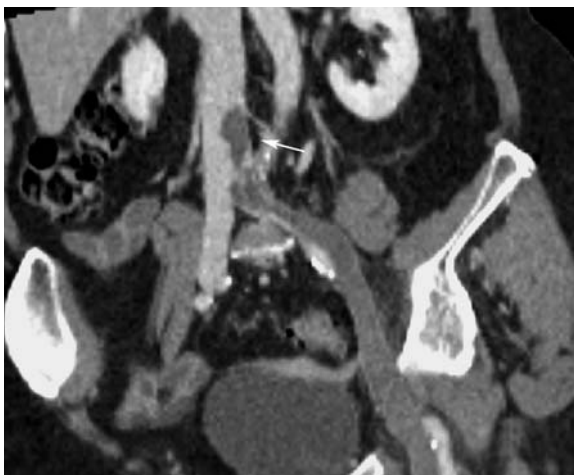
Koronare Rekonstruktion einer venösen, zweiten Untersuchungsphase einer kontrastmittelgestützten MS-CT bei Verdacht auf LE. In der linken V. iliaca externa und communis sowie in der V. cava inferior sind jeweils massive Thromben nachweisbar (Pfeil), die die LE verursacht haben.
